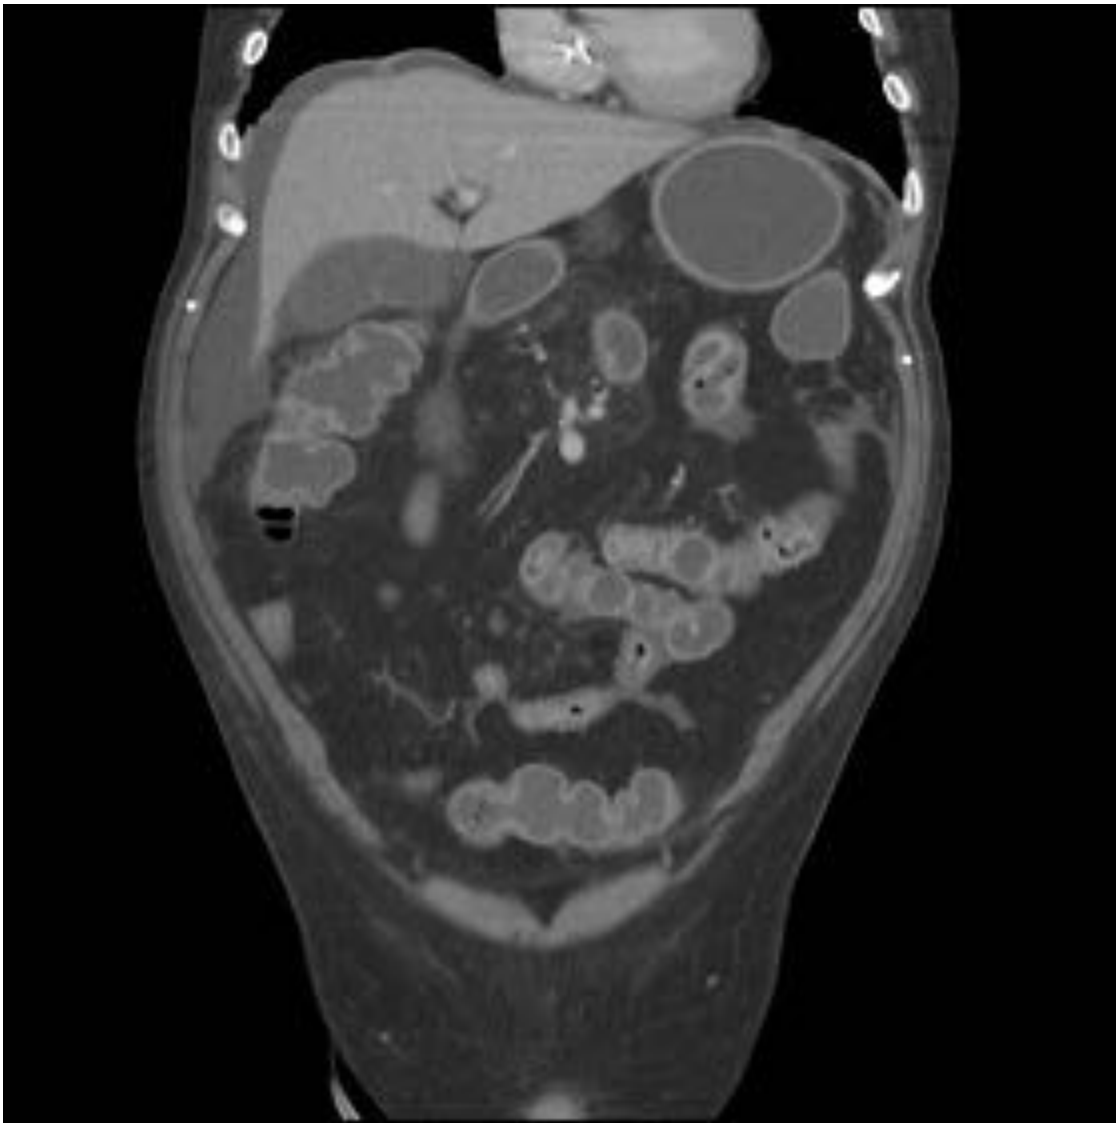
Mismo paciente de la figura anterior en cortes coronales de TC. Se observa engrosamiento difuso de pared de asas de intestino delgado con hipercaptación mucosa, de características inflamatorias, hallazgos compatibles con EICH. Hipercaptación mucosa gástrica y sigma. Leve cantidad de ascitis con líquido libre perihepático en gotieras y pelvis. Ingurgitación vascular y edema mesentérico.
